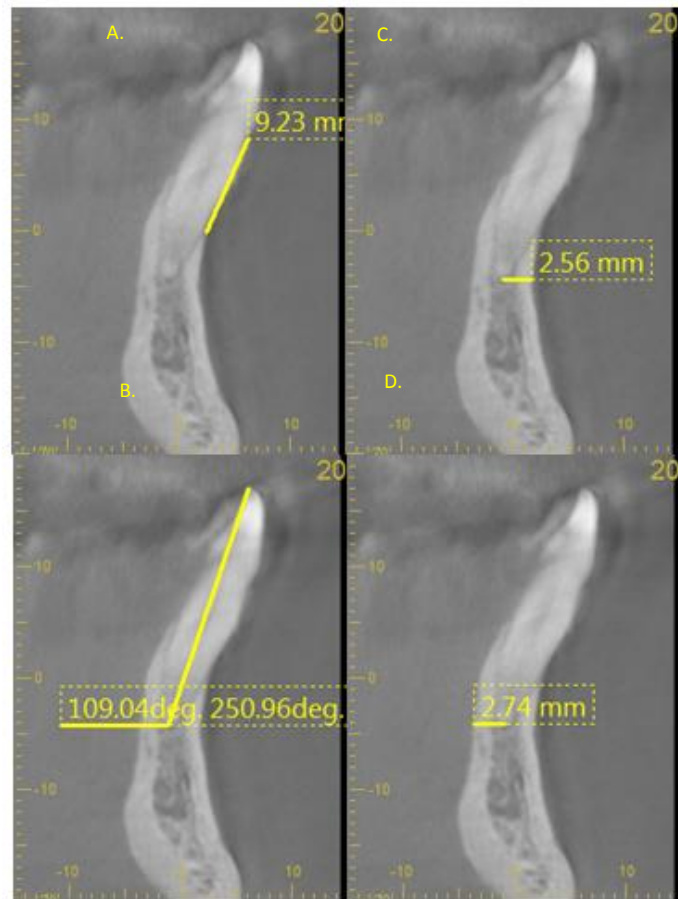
Tomografía computarizada de incisivo inferior Diente 41 en un corte sagital con mediciones de angulación, ápice radicular a cortical vestibular y cortical lingual, altura cresta alveolar vestibular.
